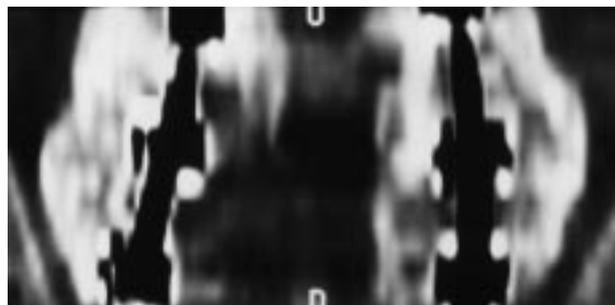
Artrodesis L4-L5-S1. Reconstrucción coronal mediante TAC. Se observa la presencia de puentes óseos bilaterales.
